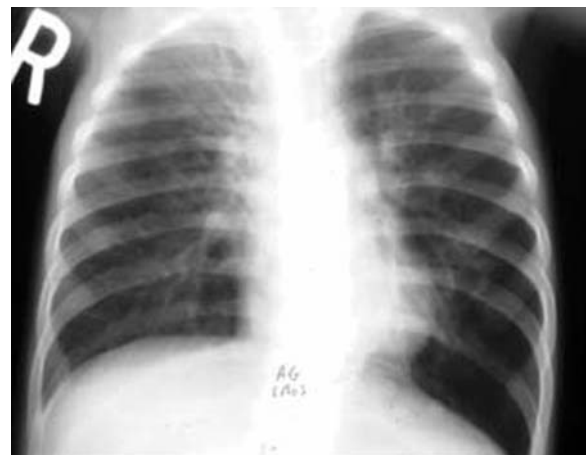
На рентгенограмме ОГП ребенка 3 мес.: с лихорадки с хрипами и свистами, которые более выражены слева, чем справа
